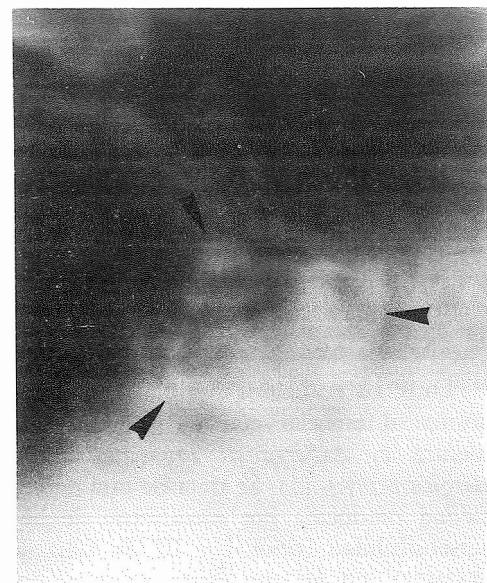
Detalle de tomografía en la que se aprecia imagen «en cuarto creciente» a nivel de lóbulo superior izquierdo
